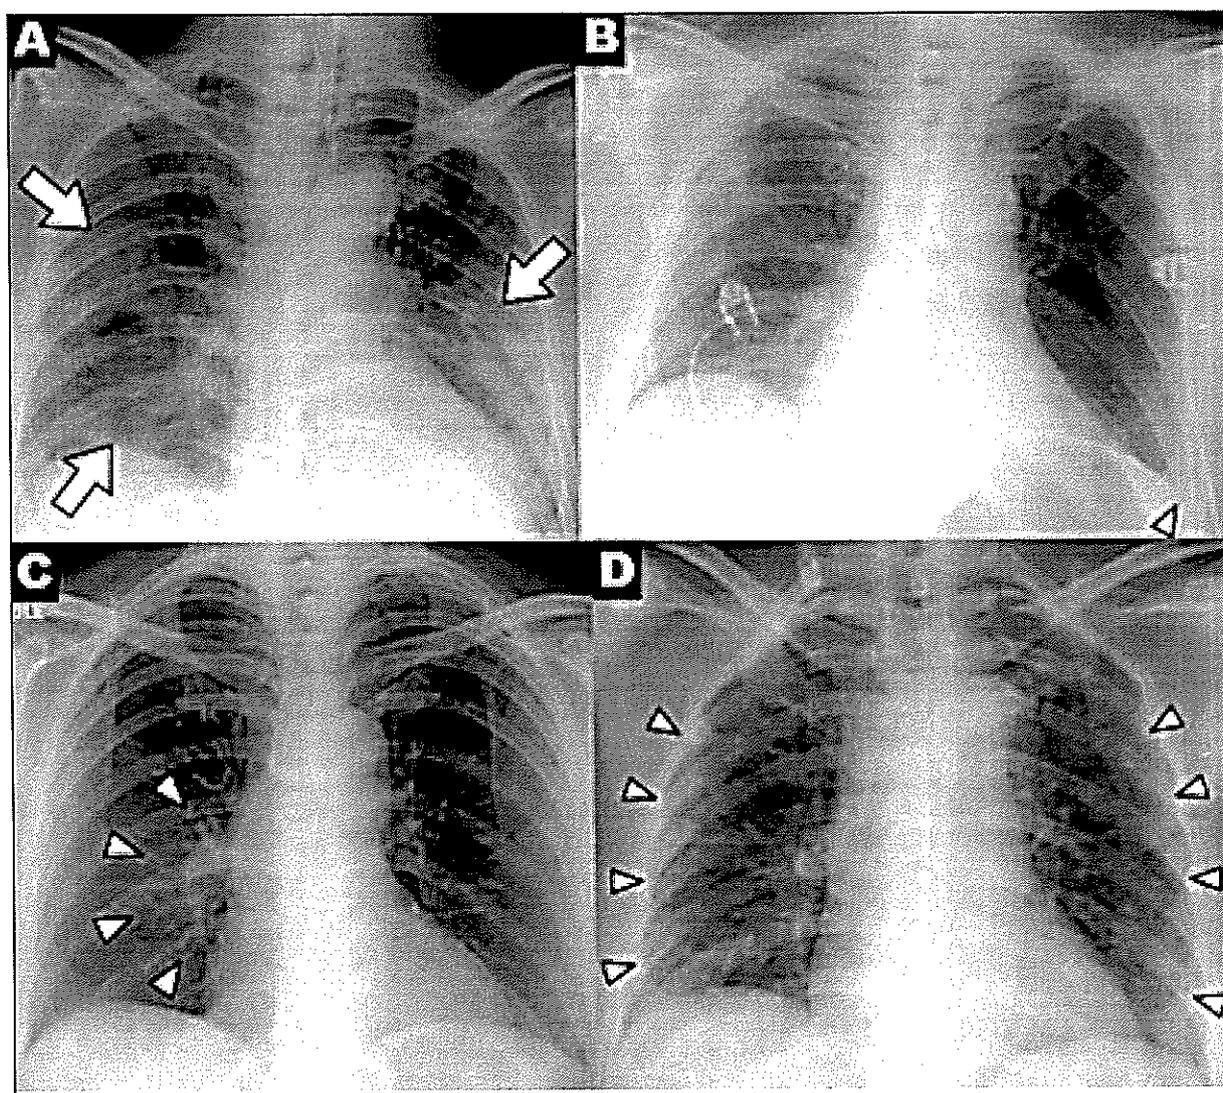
На снимках RSNA предоставлены типичные рентгенологические проявления воспалительных изменений в легких при COVID-19: А) неоднородные уплотнения, В) плевральный экссудат, С) перихилярная локализация и D) периферическая локализация
